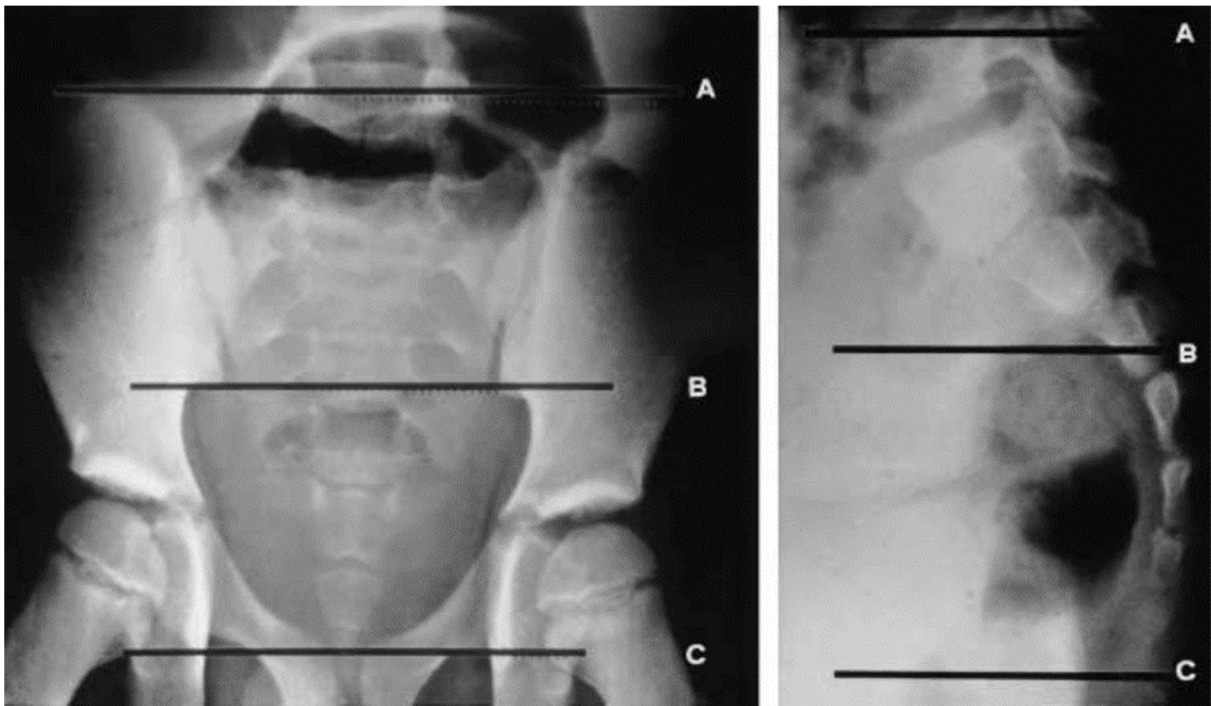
Bestimmung der SR (BC/AB) im a.p. und lateralen Röntgenbild nach Torre, Martucciello und Jasonni (2001)
